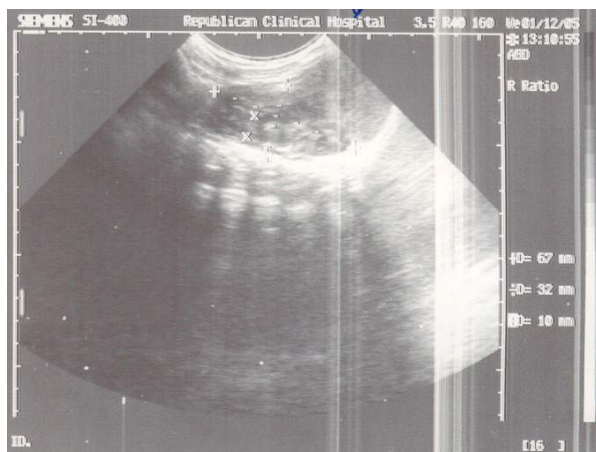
Ecografia renală.
